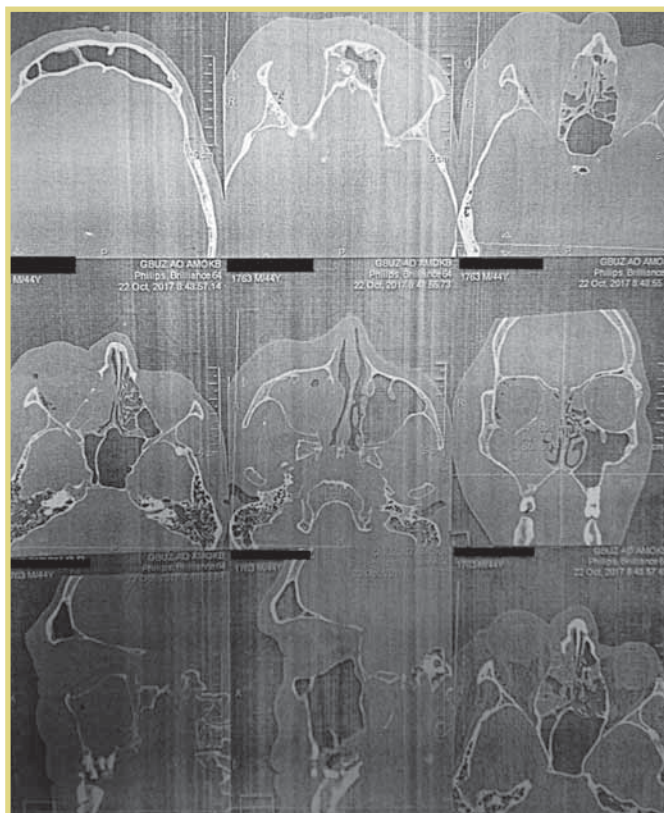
КТ при поступлении
